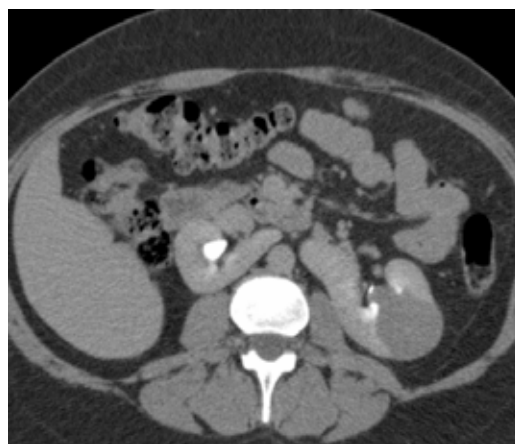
Angiotomografia. Faza de excreție. Tumoarea pătrunde în calicile superioare
